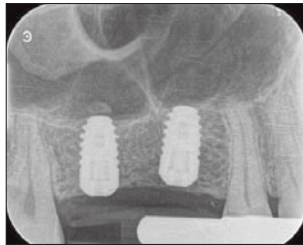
Radiographic image after implant placement.
